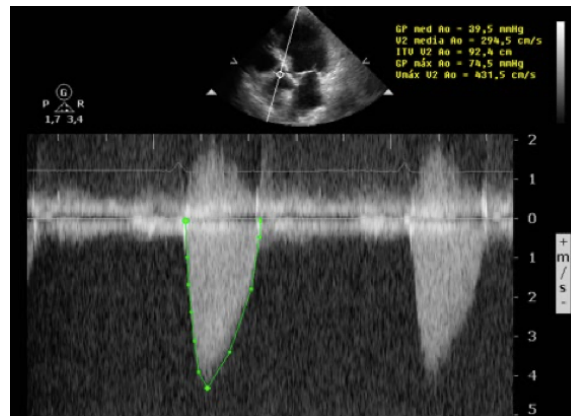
Doppler continuo de una estenosis aórtica severa.
